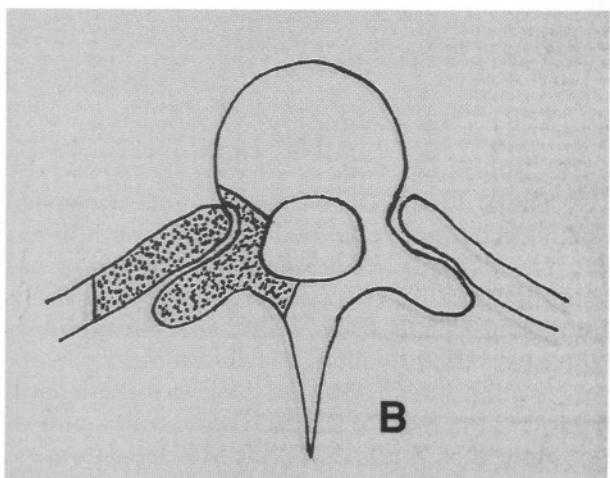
Spinal MRG de aksiyel planda, Th<sub>6</sub> düzeyinde spinal kanalda obliterasyona ve kord basisına, sağda nöral foramende genişlemeye neden olan, düzgün sınırlı, heterojen intensite gösteren 4x6 cm boyutlarında ekstraspinal uzanım gösteren dumbbell tümör görülmüyor.
